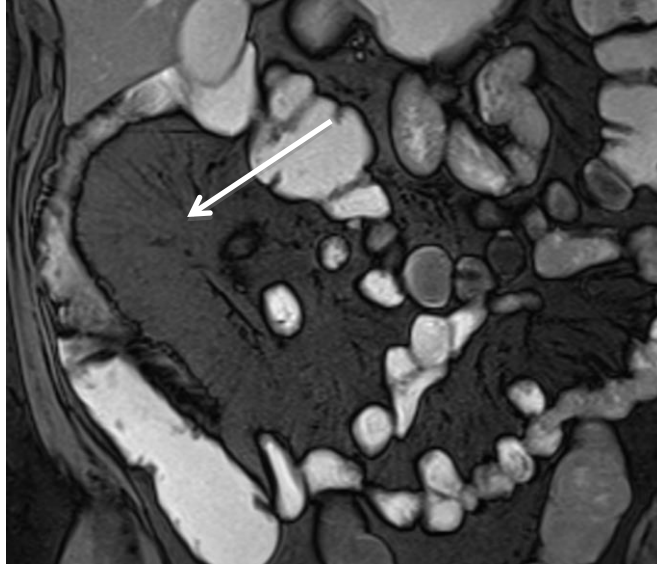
IRM, séquence pondérée en T2 en coronal. Sclérolipomatose.
